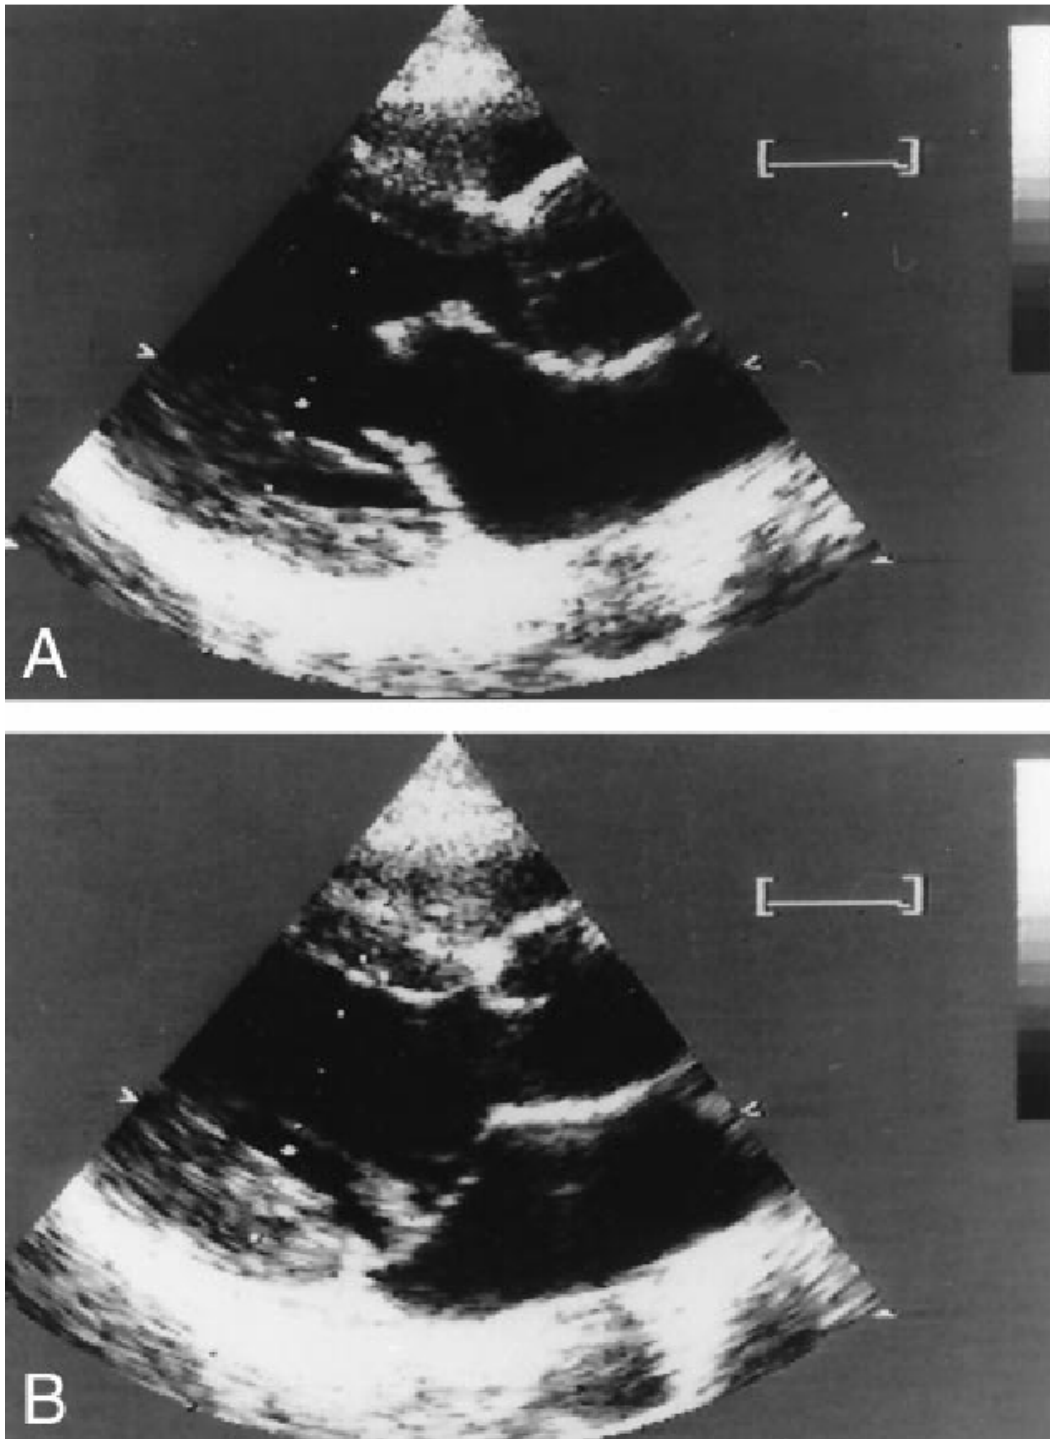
Exemple d'une échographie d'un individu atteint montrant un épaissement des deux feuillets de la valve mitrale en diastole (A) et un prolapsus bivalvulaire en diastole (B).
